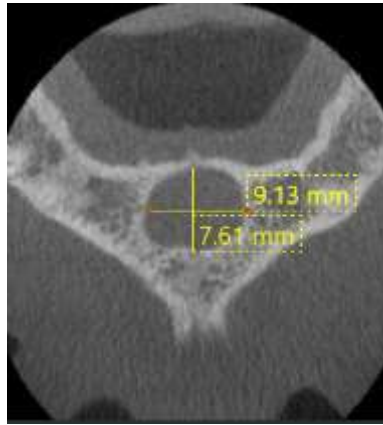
Фрагмент КТ – знімка пацієнта С., 32 роки, із вогнищем деструкції кісткової тканини у ділянці різцевого каналу верхньої щелепи. Чітко простежується обідок склерозу кістки.
